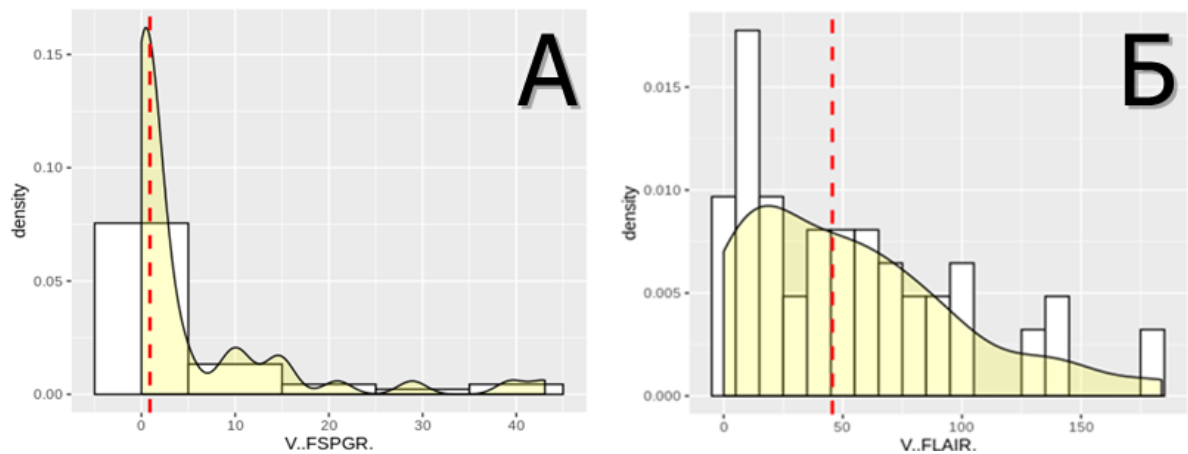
Распределение остаточного объема глиом в режиме SPGR (для контрастирующейся части) - А, и для режима T2 FLAIR (для всех глиом) - Б.
